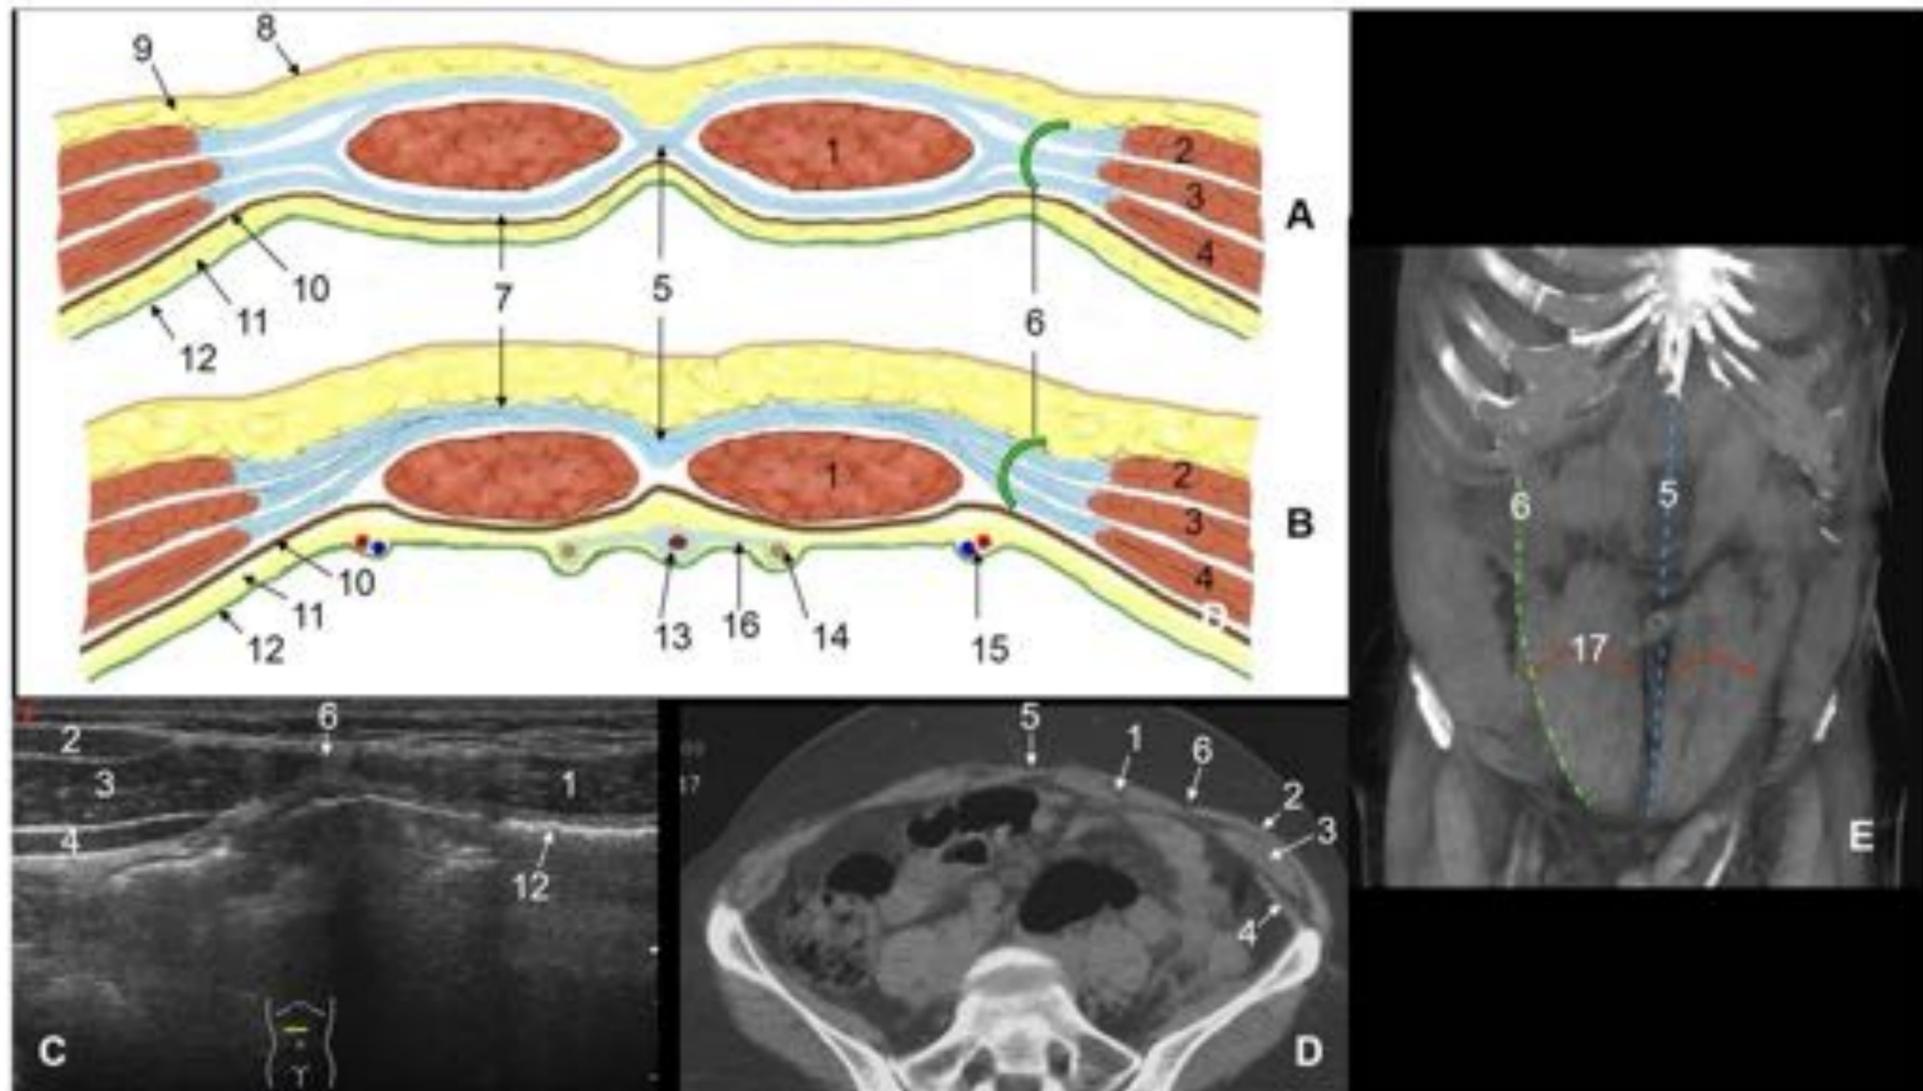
Anatomía de la pared abdominal anterior, supra (A) e infraumbilical (B). Correlación en ecografía (C) y TC simple axial (D) y reconstrucción VR del plano muscular (E). Las fascias de los músculos laterales (oblicuo externo, interno y transvers) se fusiona en la línea media formando la línea alba. El conjunto de las tres fascias lateral al recto anterior se denomina aponeurosis de Spiegel o semilunar. En la región supraumbilical envuelven completamente a los músculos rectos anteriores para formar su vaina. En la región infraumbilical las aponeurosis de los tres músculos laterales se extienden anteriormente (la transición anatómica es la llamada línea arqueada) de manera que los rectos pierden la vaina posterior y solo la fascia transversa y la grasa preperitoneal los separa del peritoneo. (1) músculo recto anterior; (2) músculo oblicuo externo; (3) músculo oblicuo interno; (4) músculo transvers; (5) línea alba; (6) aponeurosis de Spiegel o semilunar; (7) vaina de los rectos anteriores; (8) piel; (9) grasa subcutánea; (10) fascia transversa; (11) grasa preperitoneal; (12) peritoneo; (13) uraco (ligamento umbilical medio); (14) arteria umbilical obliterada (ligamento umbilical medial); (15) arteria y vena epigástrica inferior (ligamento umbilical lateral); (16) fascia umbilico-prevesical, (17) línea arqueada o arco de Douglas.
